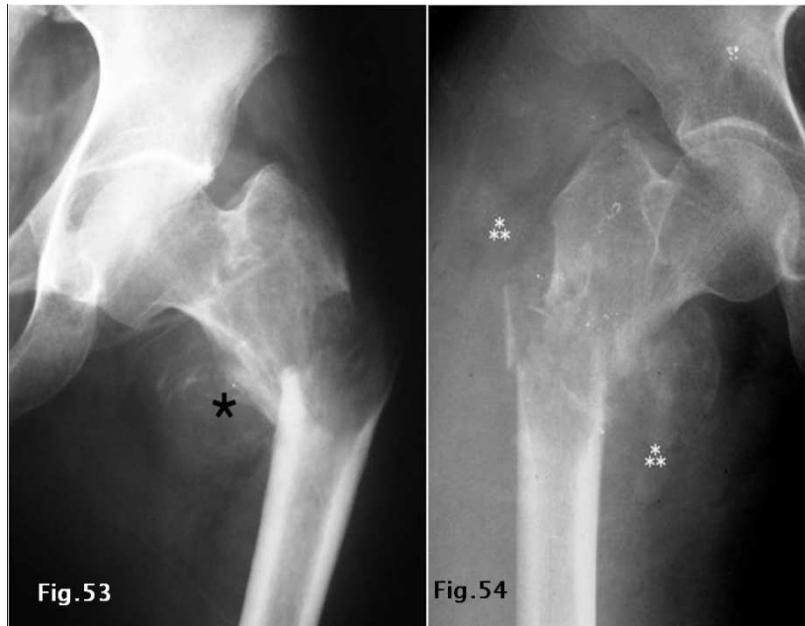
Radiographie de la hanche gauche en incidence de face réalisée chez un patient de 49 ans suivi pour adénocarcinome pulmonaire. Elle montre une fracture pathologique sous trochantérienne produite sur un foyer ostéolytique type I b grossièrement arrondi, associé à un envahissement des parties molles adjacentes (étoile)
